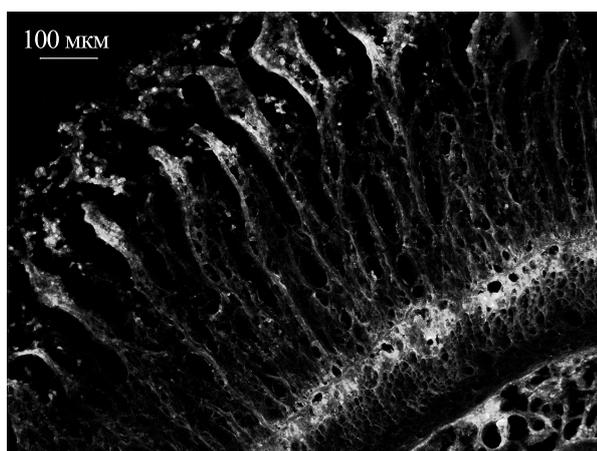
Флуоресцентная микроскопия тонкого кишечника при ишемически-реперфузионном поражении. Ишемия – 60 мин, реперфузия – 15 мин. Участок с кровоизлиянием. Светлые места – флуоресценция красителя Эванса. Фильтр: Cube name N 2.1 для флуорохрома Evans Blue. Криосрезы.
